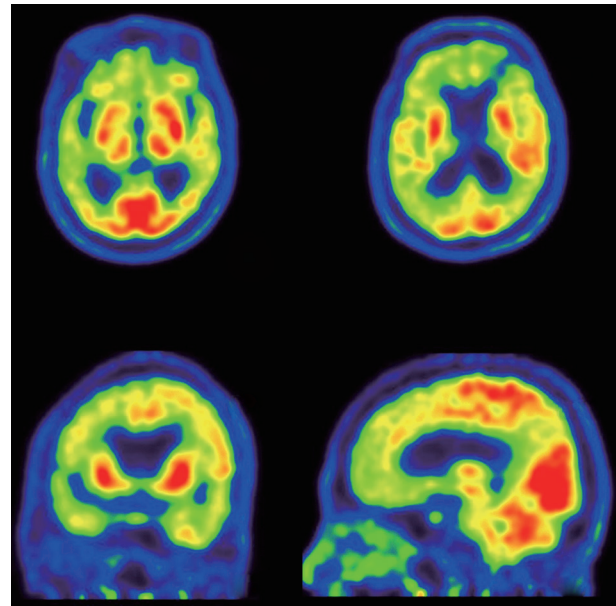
Brain PET-CT shows severe decreased uptake in bilateral fronto-temporal lobes and moderate decreased uptake in bilateral parietal lobes with sparing of the occipital visual cortex, somatosensory and motor cortex, basal ganglia, thalamus and cerebellum.
